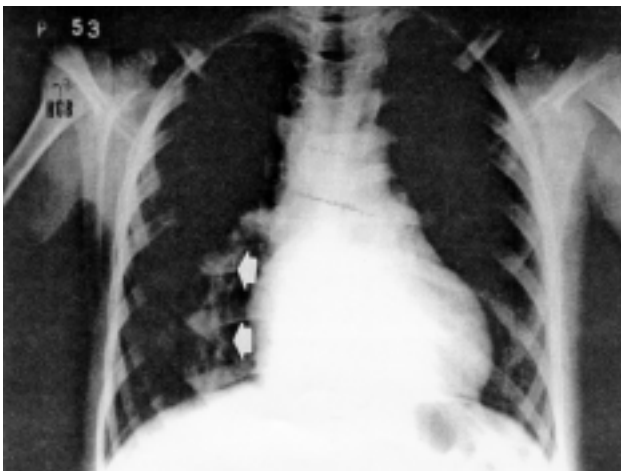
Radiografia de tórax em PA demonstra o “Sinal da Cimitarra” (seta)
